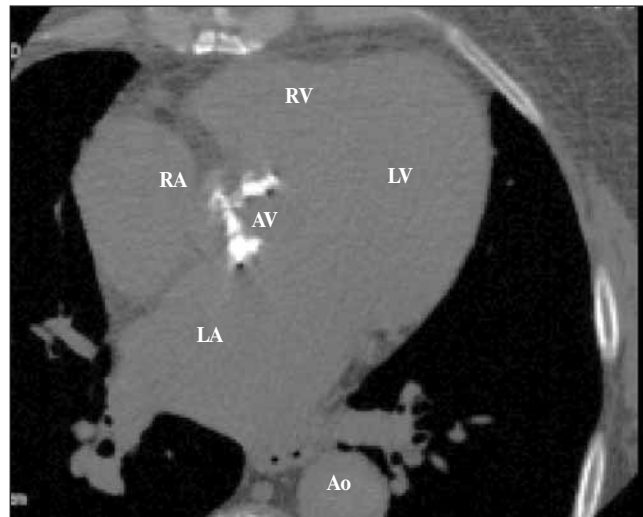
МСКТ-изображение структур сердца.
